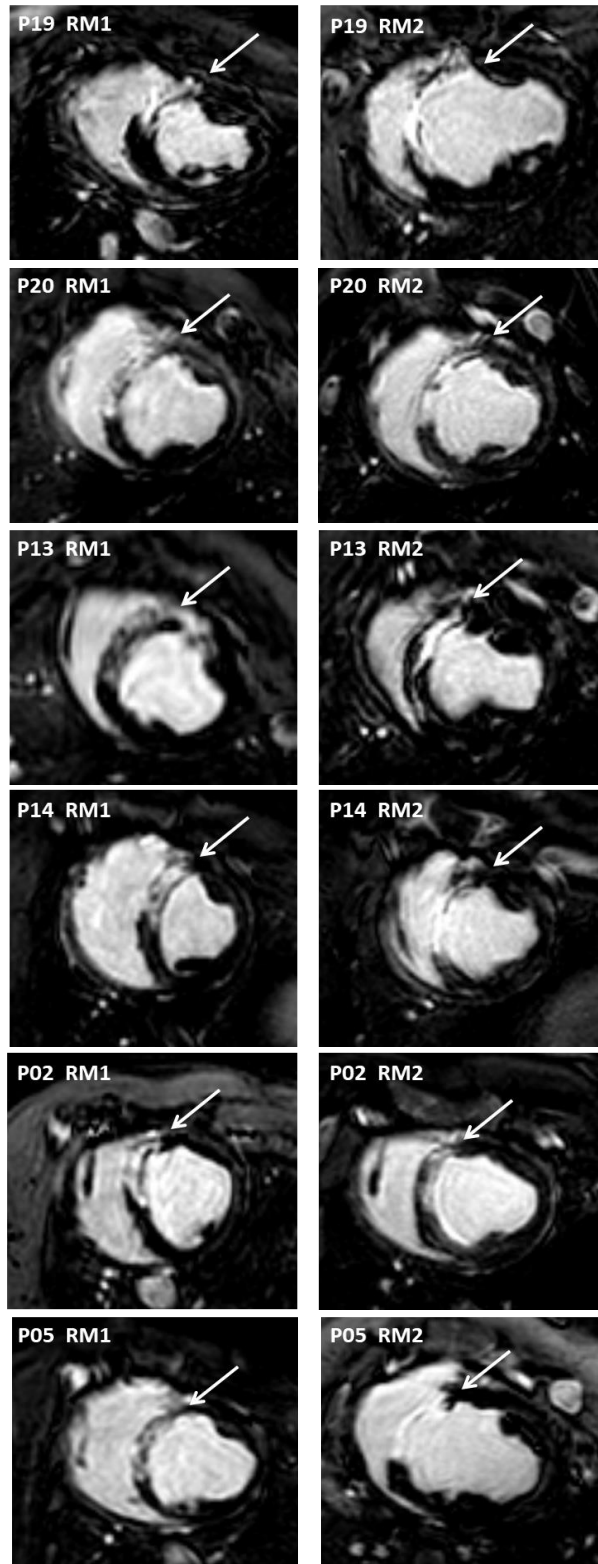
Imágenes de RMc de la secuencia de viabilidad de dos sujetos del estudio representativos de cada grupo: grupos 1 (P19 y P20), 2 (P13 y P14) y 3 (P02 y P05) en los tiempos pre-tratamiento (RM1) y fin de estudio (RM2) en las que se señala la zona del infarto de miocardio mediante una flecha.
